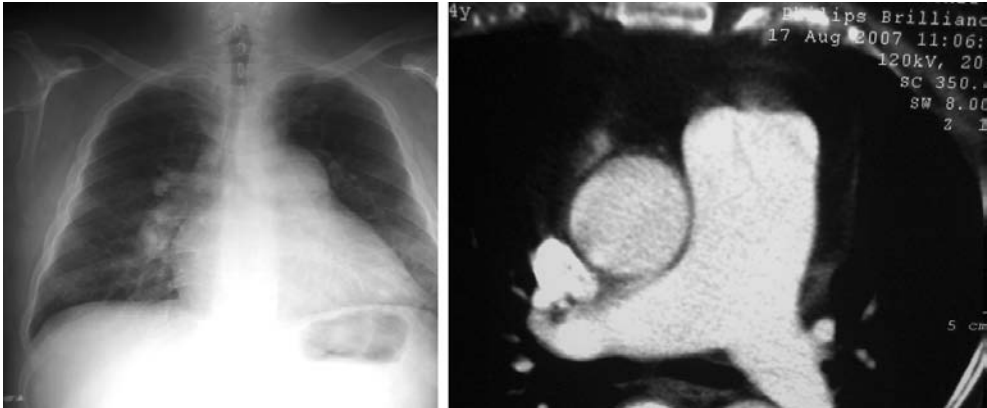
Rx y TC de tórax con presencia de hipertensión arterial pulmonar. Se aprecia el incremento de tamaño y dilatación de las arterias pulmonares.
